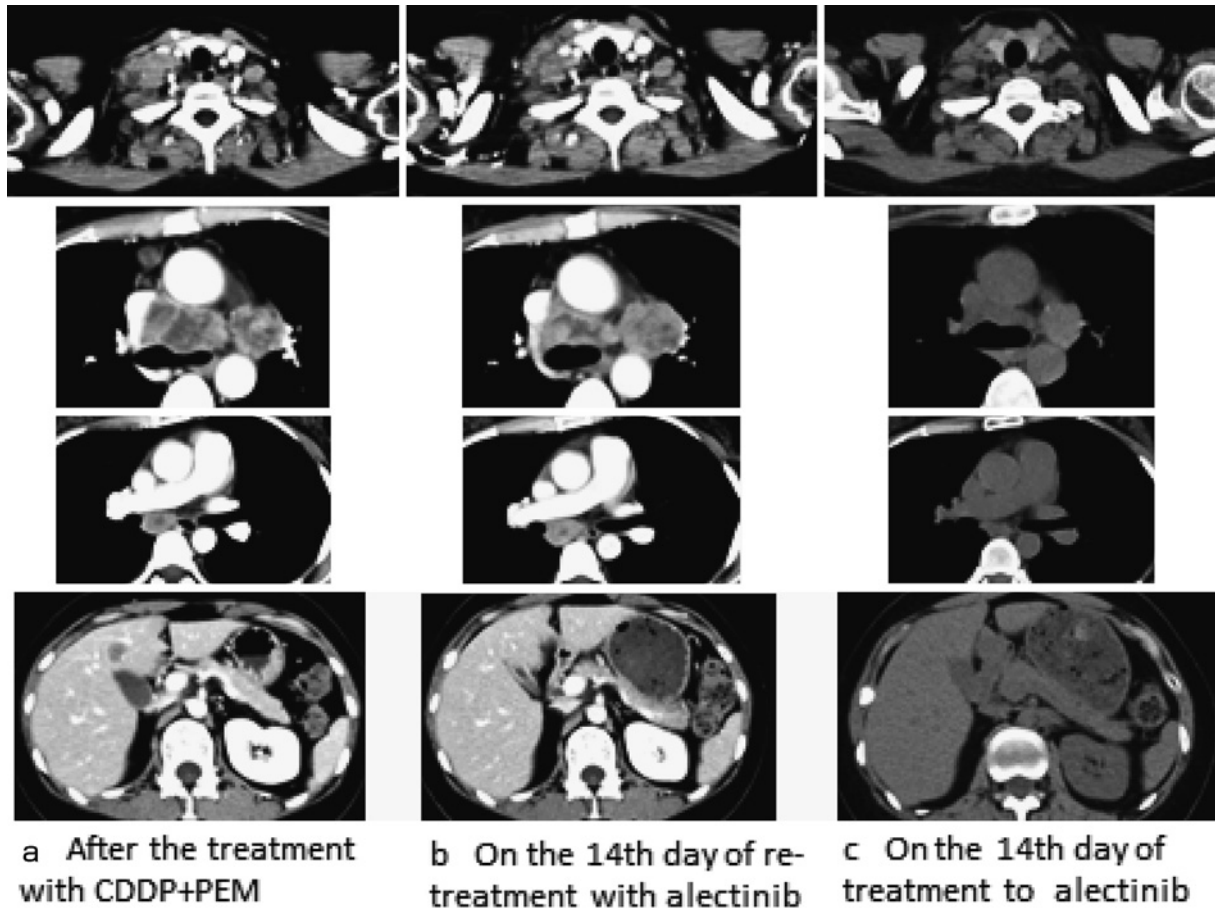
A CT scan at the time of rapid progression after alectinib discontinuation (a), 2 weeks after alectinib re-administration (b), and at switching to crizotinib (c).
